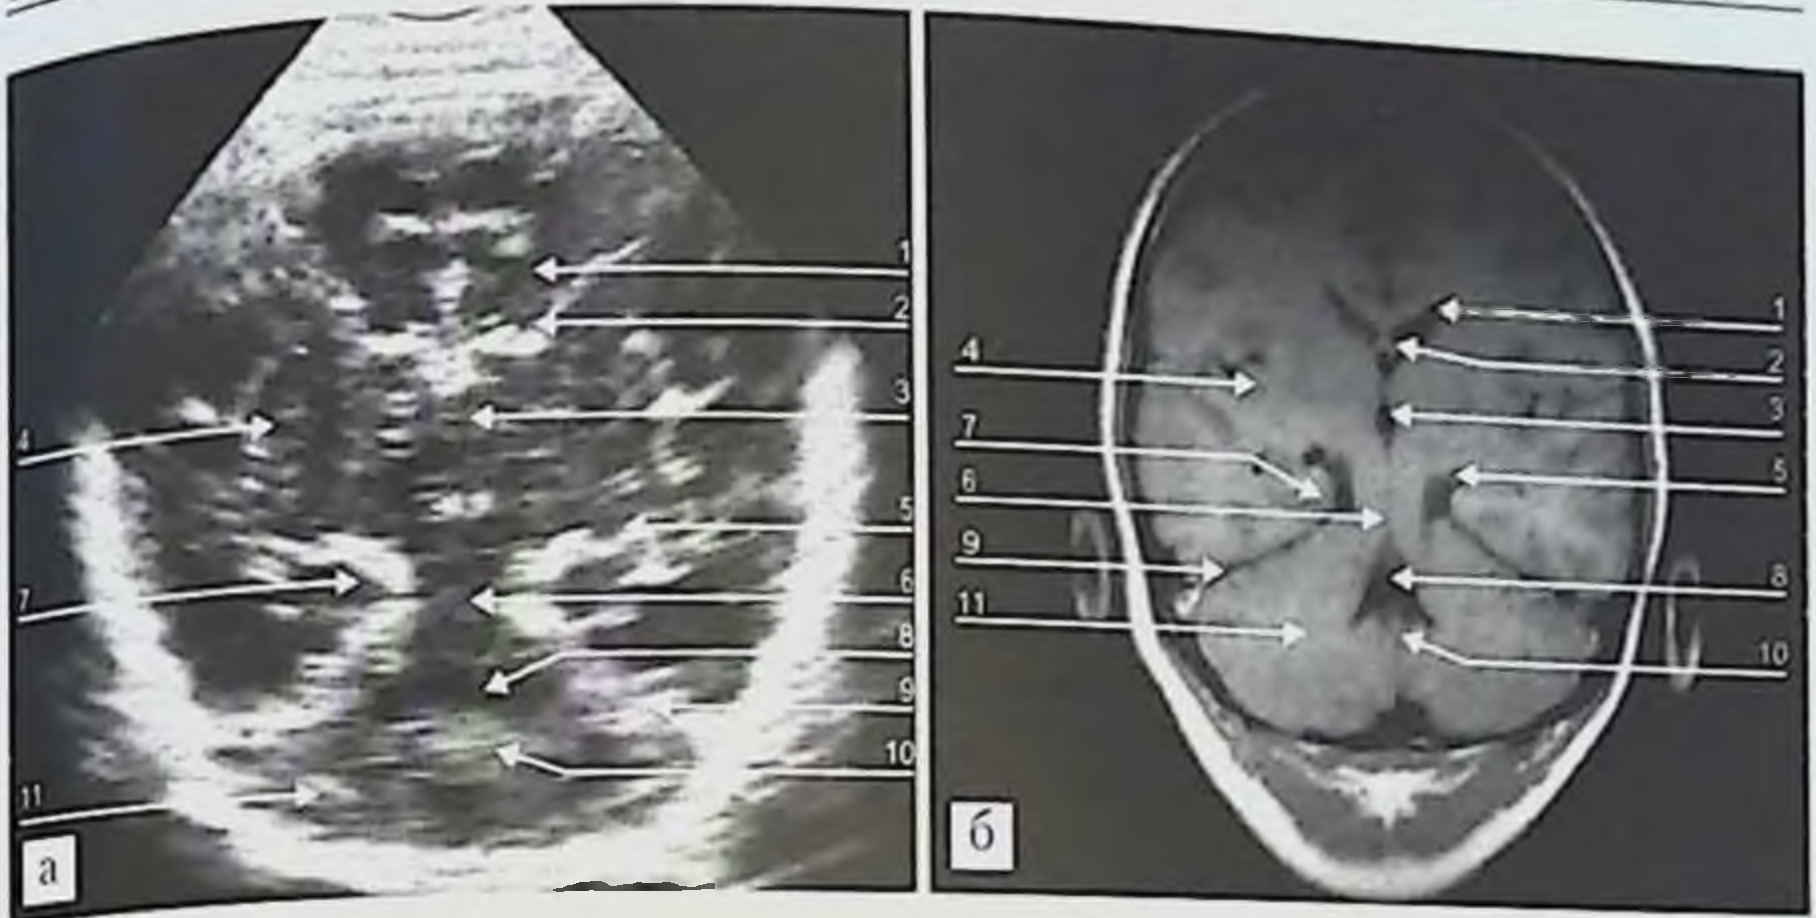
Идентификация элементов УС-изображения головного мозга в плоскости F4: а — УСГМм, плоскость F4; б — МРТ в корональной плоскости. Т1-ВИ. 1 — боковой желудочек; 2 — сосудистое сплетение бокового желудочка; 3 — III желудочек; 4 — островок; 5 — охватывающая цистерна; 6 — ствол мозга; 7 — медиобазальные отделы височной доли; 8 — IV желудочек; 9 — намет мозжечка; 10 — червь мозжечка; 11 — полушарие мозжечка.
